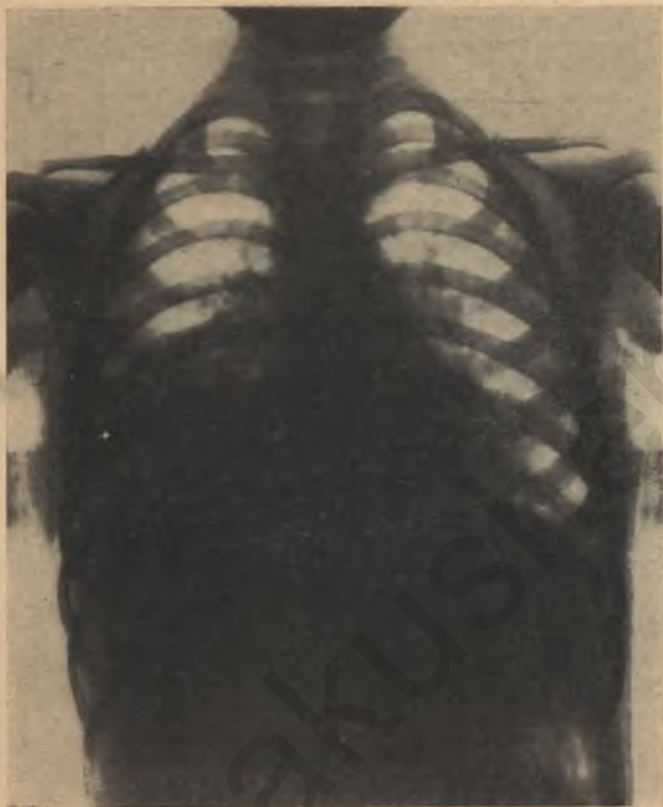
Рентгенограмма легких при правосторонней крупозной пневмонии нижней доли.
